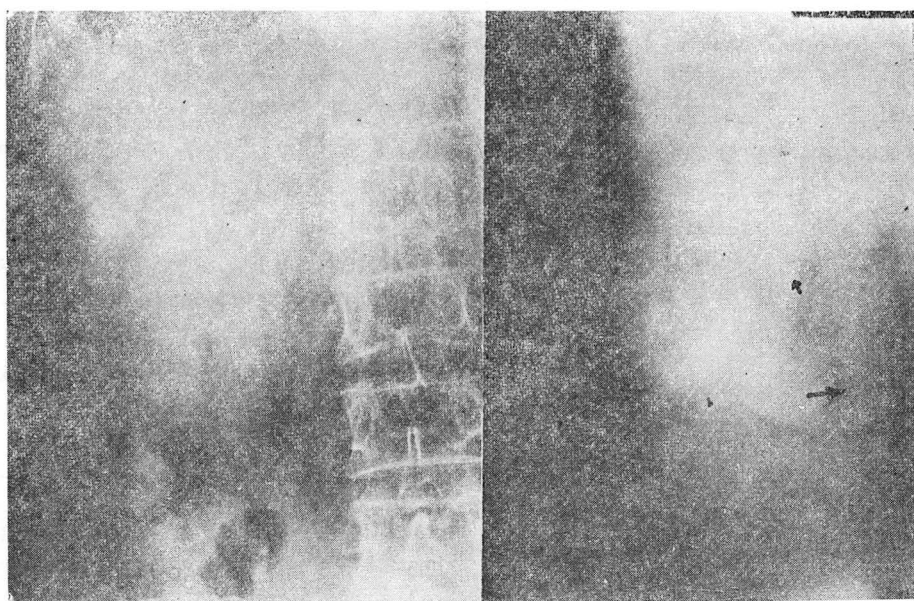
The gallbladder was not revealed by conventional X-ray study (left), but the gallbladder (arrow head), common bile duct (large arrow) and cystic duct stone (small arrow) are distinctly visualized by tomography (right).
